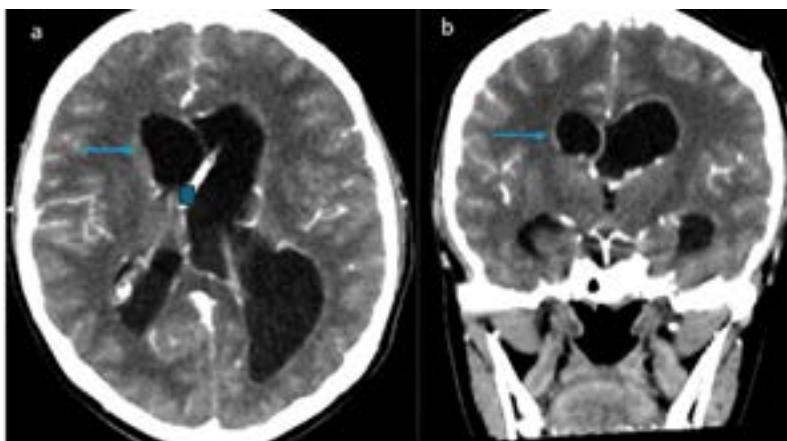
Tomografía de cráneo con contraste (a: corte axial; b: corte coronal) en la que se observa realce ependimario tras la administración del medio de contraste (flecha) y extremo distal del catéter de drenaje ventricular externo posicionado en ventrículo lateral derecho (cuadro).
